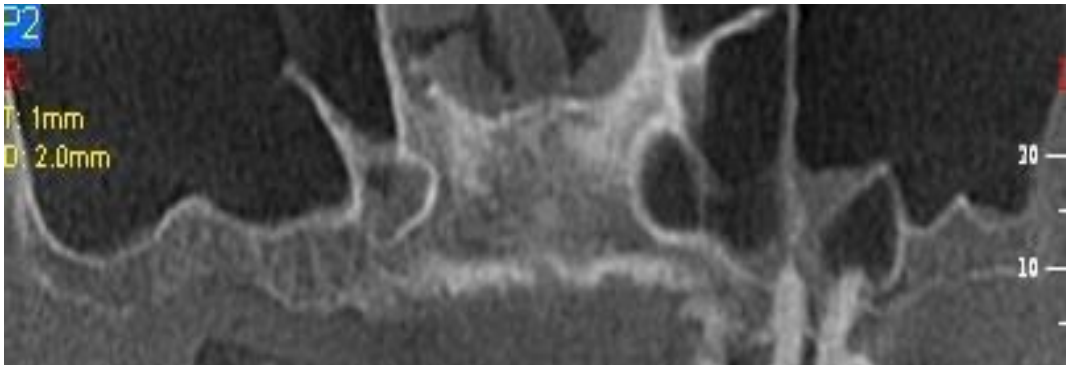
Immagine panoramica di una tomografia computerizzata, che evidenzia la presenza di setti multipli in entrambi i seni
